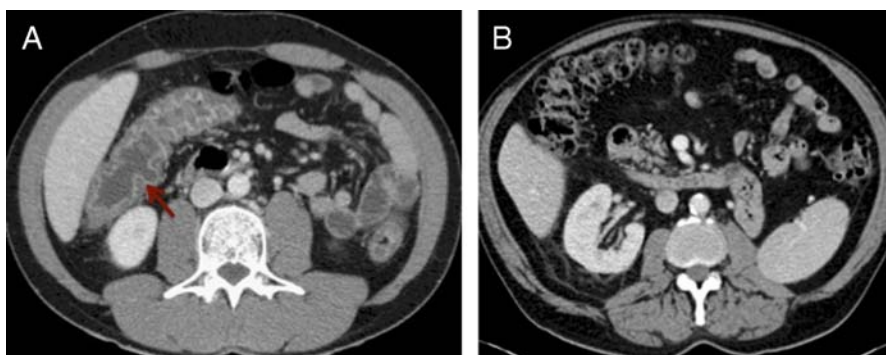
A, CT scan of a patient with LGV pancolitis and rectal gonorrhoea, showing extensive colonic mucosal inflammation (white arrow). B, CT scan of a patient without lesions.
